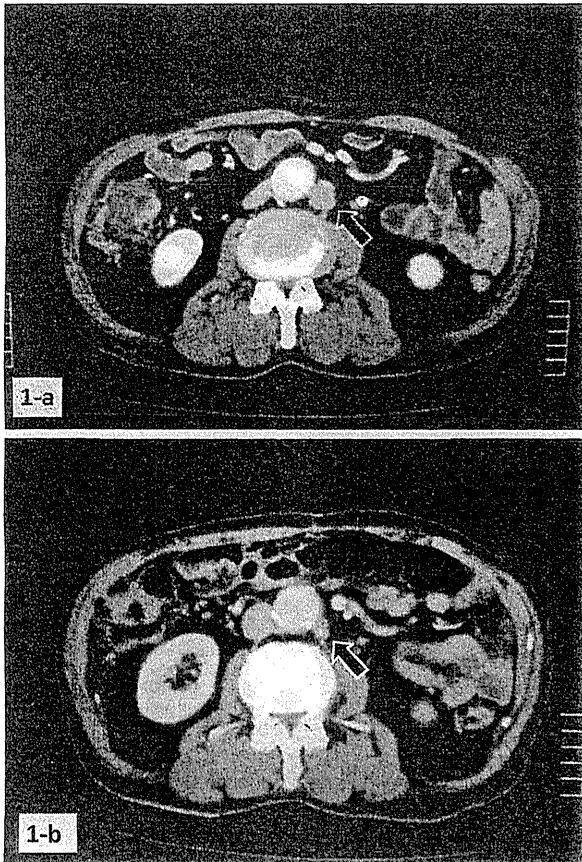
(a) Abdominal enhanced CT showing PAN swelling under the left renal vein. (b) Swollen lymph node shrinkage due to chemotherapy (PR).
